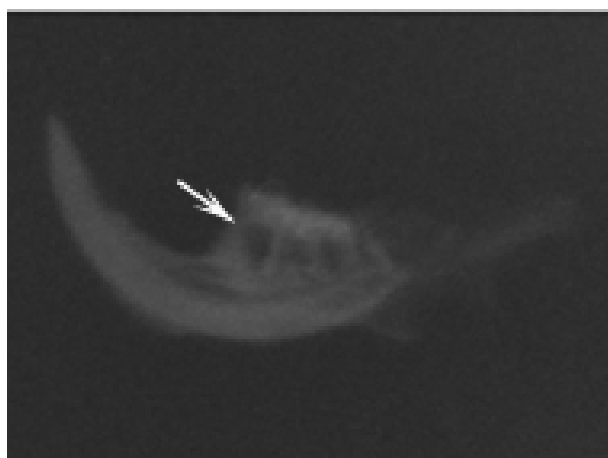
Рентгенограма альвеолярного відростка нижньої щелепи щура зі спонтанним пародонтитом. Зб.: 2
